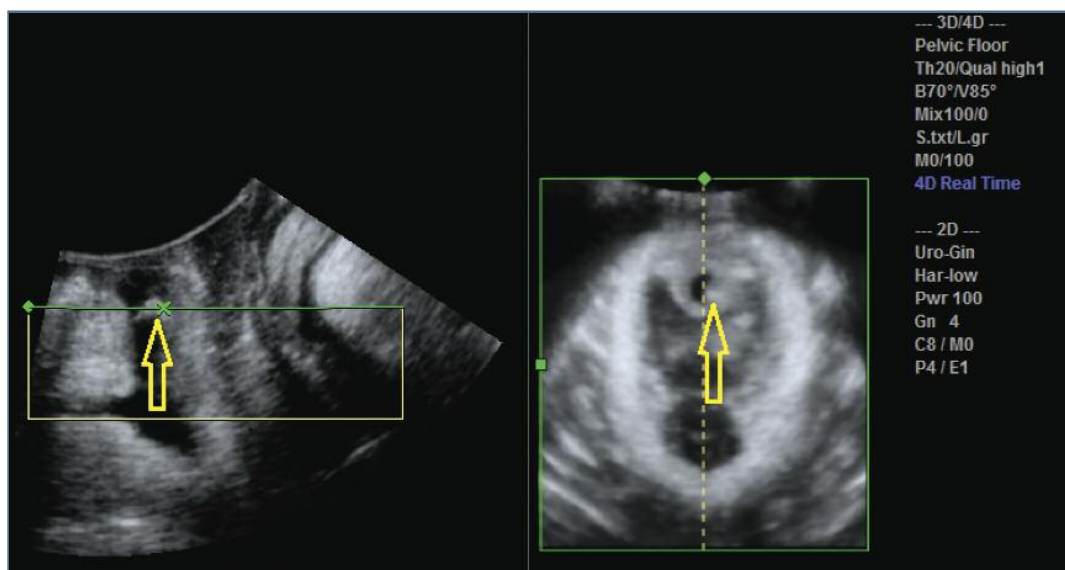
Ecografia. Imagem 2D de plano sagital e reconstrução 3D de sling suburetral transobturador com erosão intra-uterina
